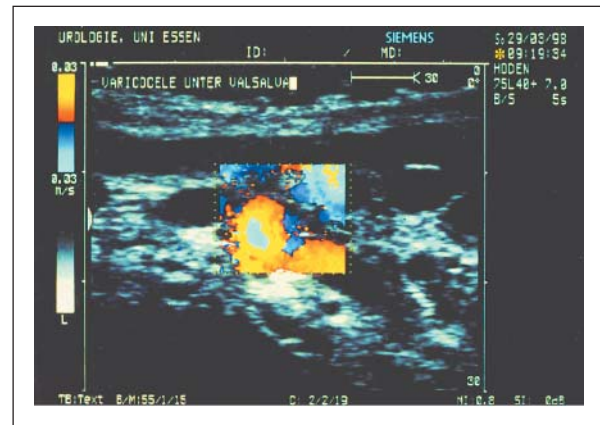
Farbdopplersonographie der Varikozele
